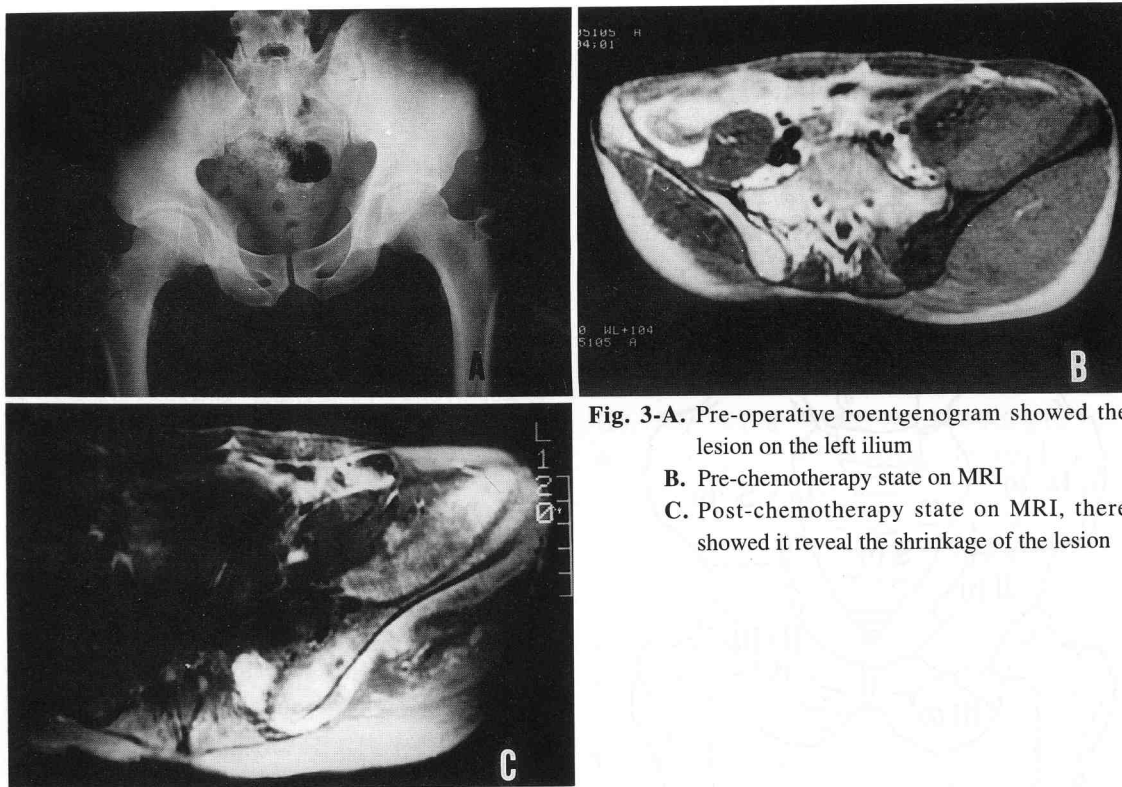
Pre-operative roentgenogram showed the lesion on the left ilium
